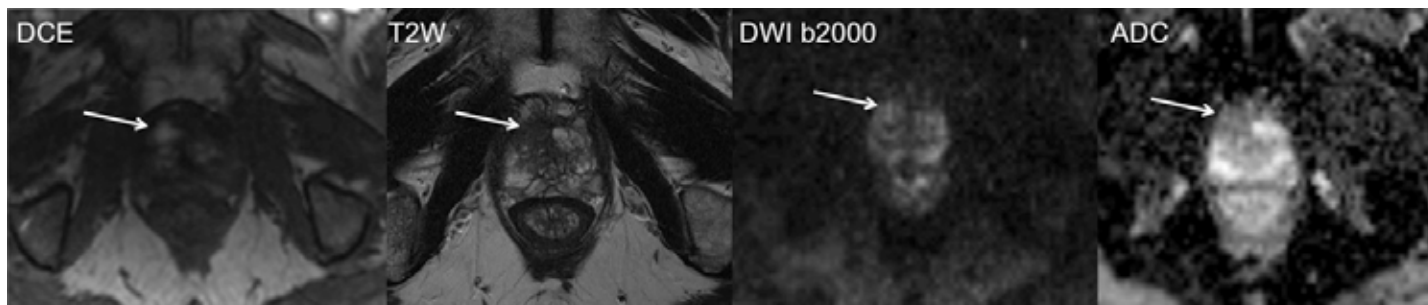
Paciente masculino de 66 años de edad, con elevación de antígeno prostático específico (25.1 ng/ml). IRM 3T de próstata (Skyra, Siemens) que demuestra el realce focal temprano en una lesión de la ZPa del ápex derecho de 1.4 cm (flechas), con una hipointensidad correspondiente en la imagen T2W, isointensa en IPD b2000 e hipointensa en el mapa de coeficiente de difusión aparente (CDA). La biopsia dirigida subsecuente de esta lesión mostró un cáncer Gleason 3+4.
